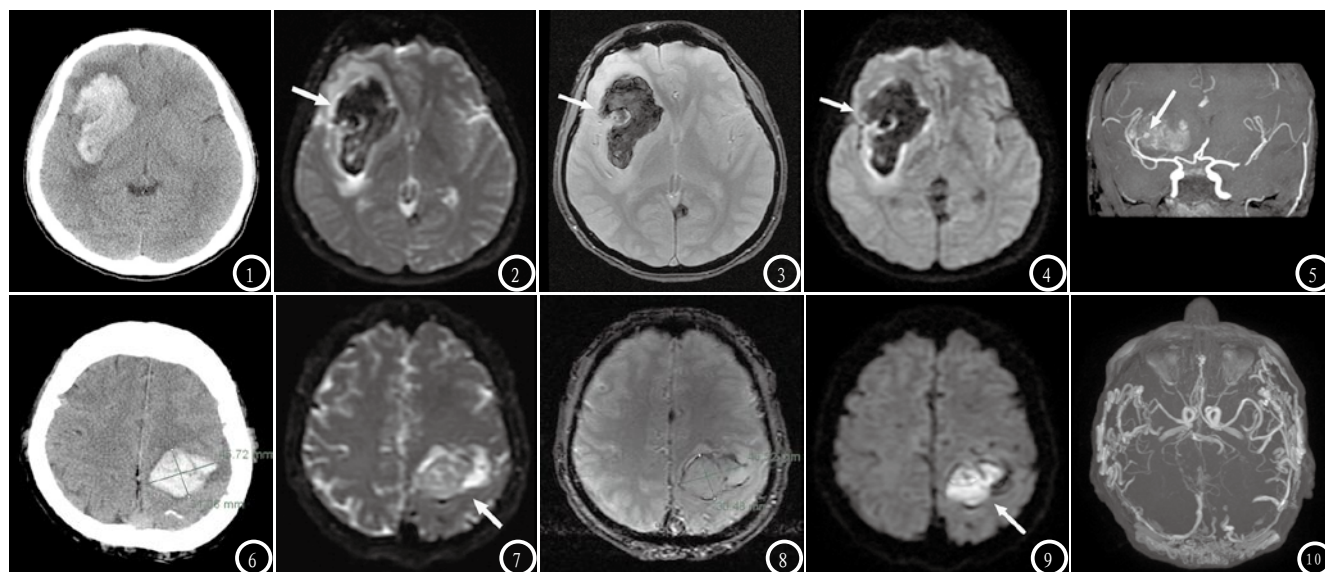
男, 48岁, 发热、头痛2天, 诊断动脉瘤并脑出血。图1 CT示脑出血; 图2-3 SS-EPI T_2 WI、 T_2^* GRE示脑出血呈低信号; 图4 DWI示脑出血呈低信号伴高信号环; 图5 3D TOF MRA示右侧大脑中动脉一支动脉瘤破裂出血。图6-10 女, 24岁, 头痛4小时, 诊断AVM并脑出血。图6 CT示脑出血; 图7 SS-EPI T_2 WI示脑出血呈略高信号; 图8 T_2^* GRE示脑出血呈等信号伴低信号环, 测量血肿长径、短径与CT相近; 图9 DWI示脑出血呈高信号伴低信号环; 图10 3D TOF MRA示AVM。
